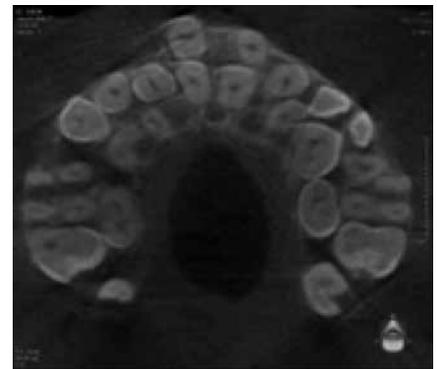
Фото компьютерной томограммы верхней челюсти пациента 24 лет с черепно-ключичным дизостозом
